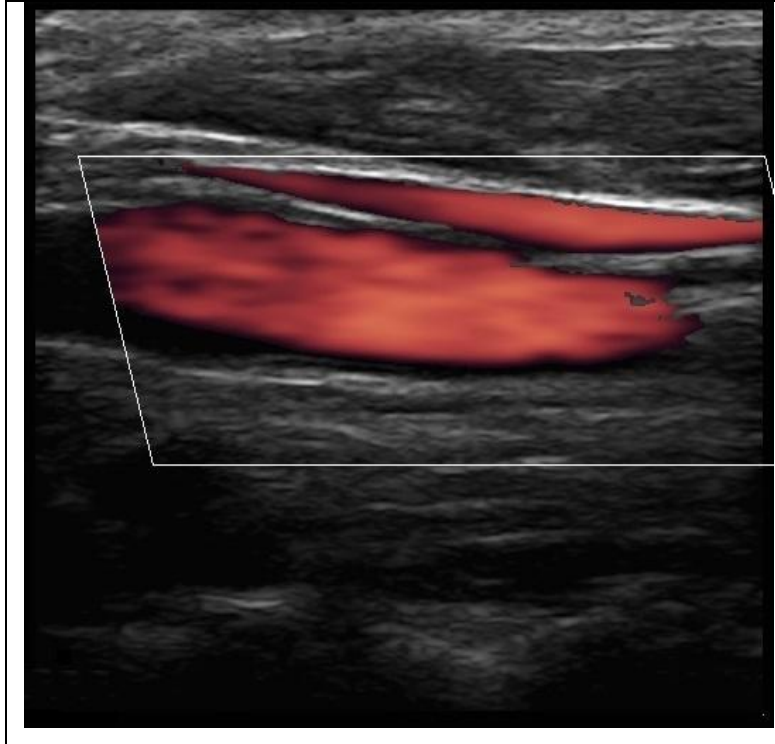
Modo Doppler Poder
